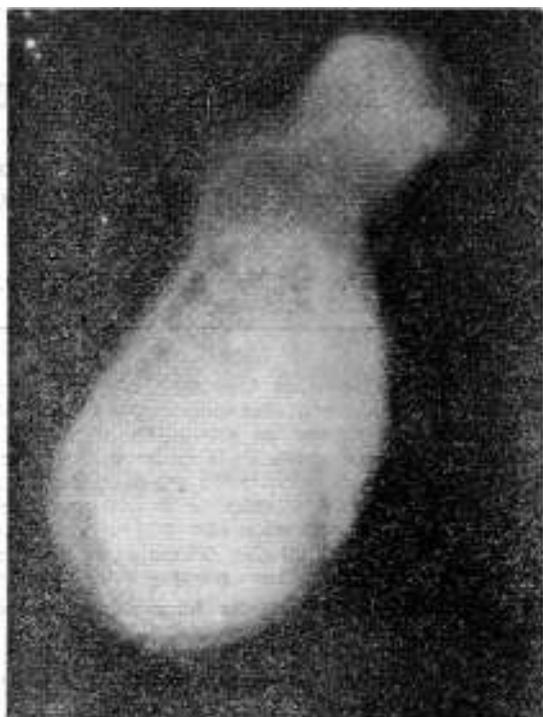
Radiografía simple de la vesícula extirpada (caso 1).
